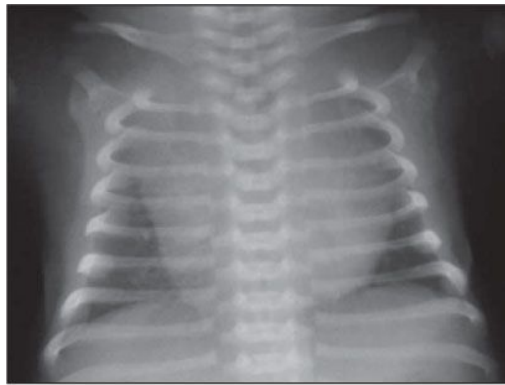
Radiografia de tórax de RN com 12 horas de vida, com má centralização do tubo de raios X. Os arcos costais anteriores têm orientação cefálica, projetando-se acima dos seus segmentos posteriores.
